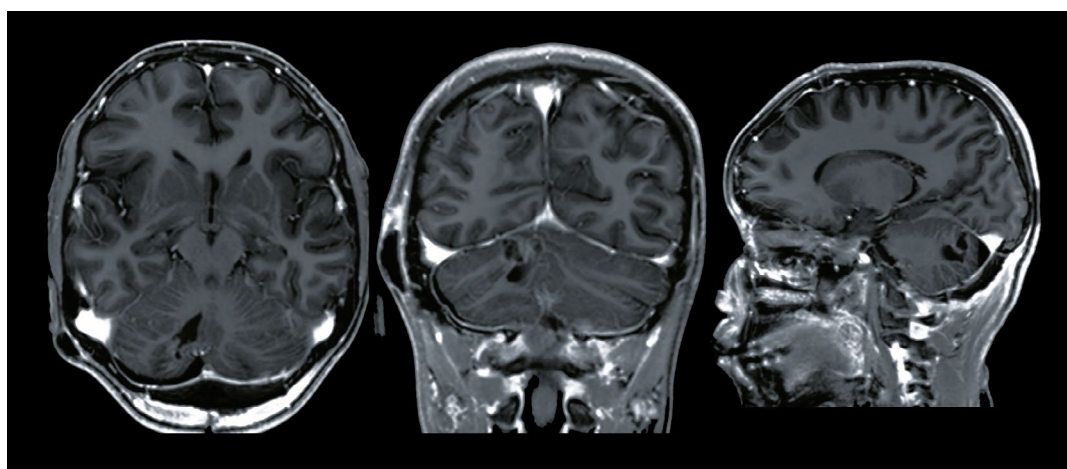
Imagen de resonancia magnética con contraste a los 8 días posterior a la cirugía, en tres vistas: Axial, coronal y sagital.
